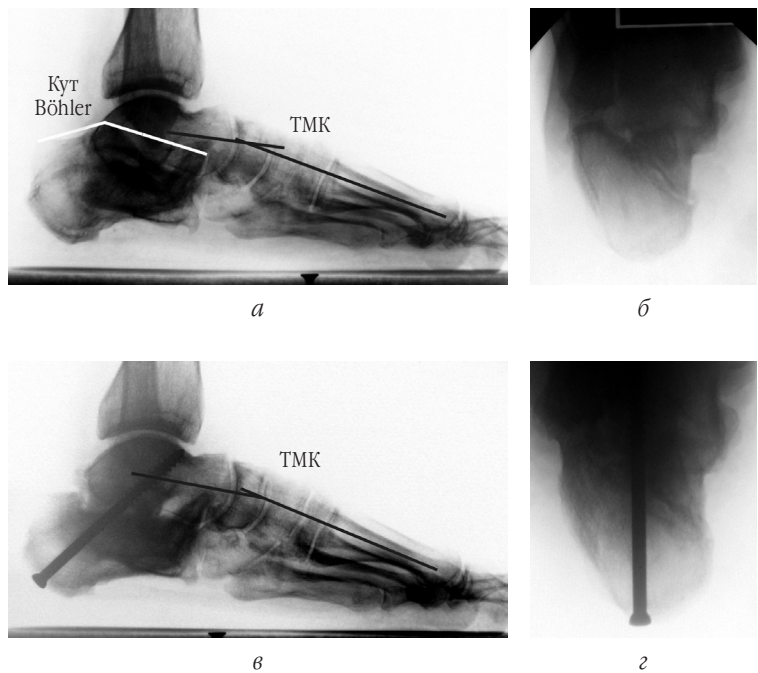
Рентгенограми *хв-го Н-н.*, 1980 р.н. Неправильно зрощений перелом лівої п'яtkової кістки: а–б — до операції (кут Böhler — 28°, ТМК — 13°); в–г — через 1,5 роки після КППА (ТМК — 11°)
